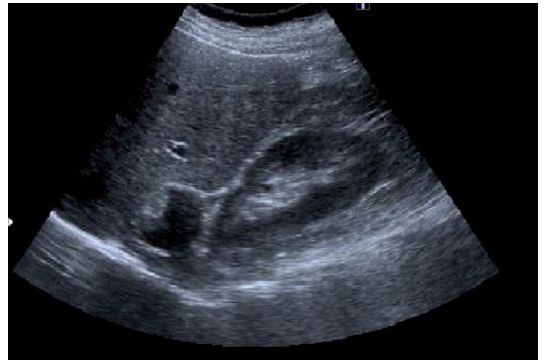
Ecografía de masa incidental suprarrenal derecha.
